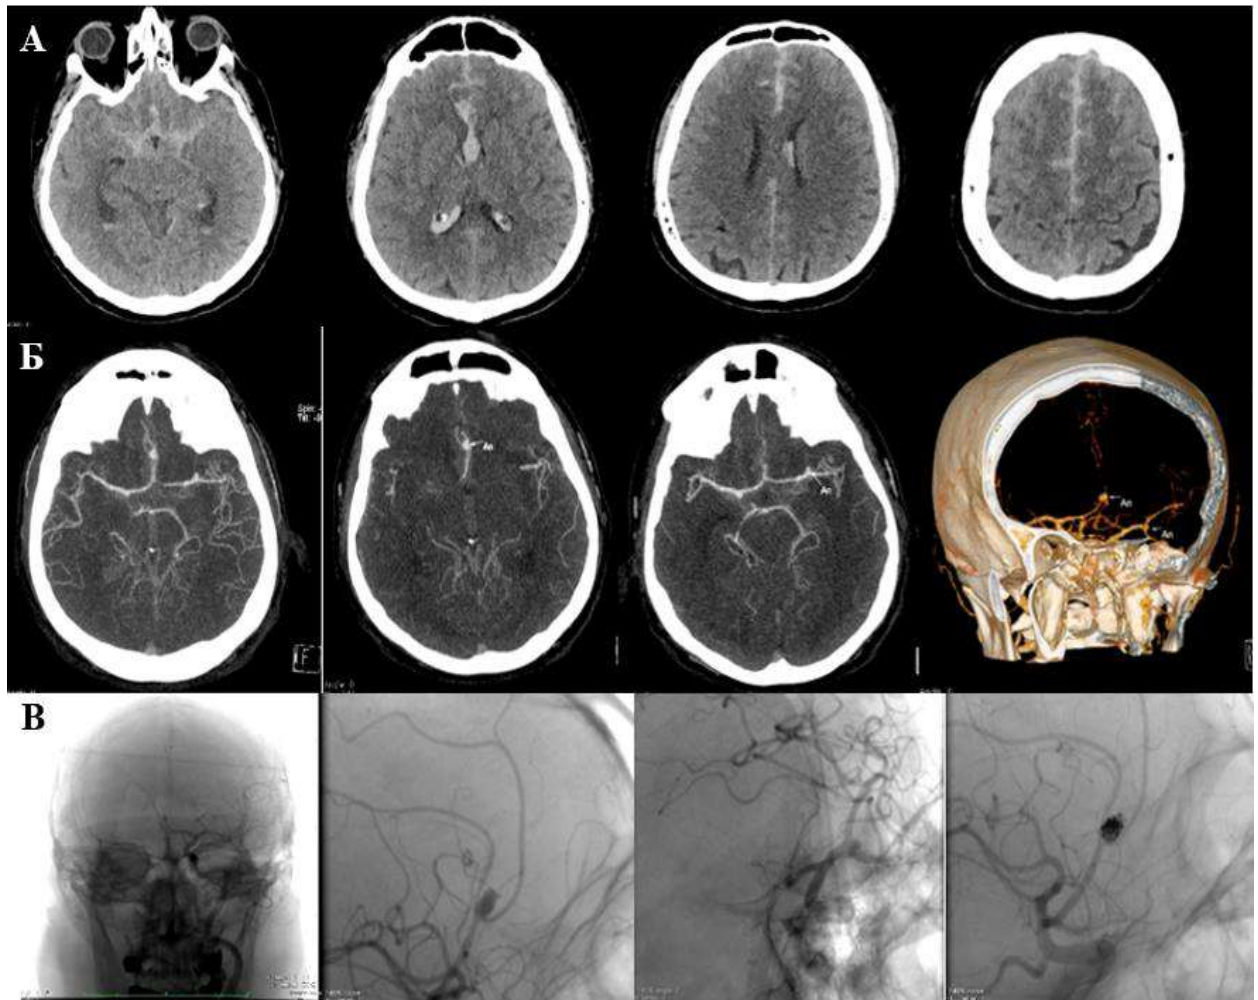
Пациент Д., 57 лет. Диагноз – нСАК. А – нативная КТ: кровь определяется в субарахноидальном пространстве, в основных цистернах и в желудочках. Б – КТА БЦА: определяются аневризмы перикаллезной артерии (размером 5,5 мм) и левой средней мозговой артерии (размером 3 мм). В – ЦАГ: аневризмы перикаллезной артерии (слева и в центре), развилки левой средней мозговой артерии (справа); состояние после эмболизации большой аневризмы перикаллезной артерии
